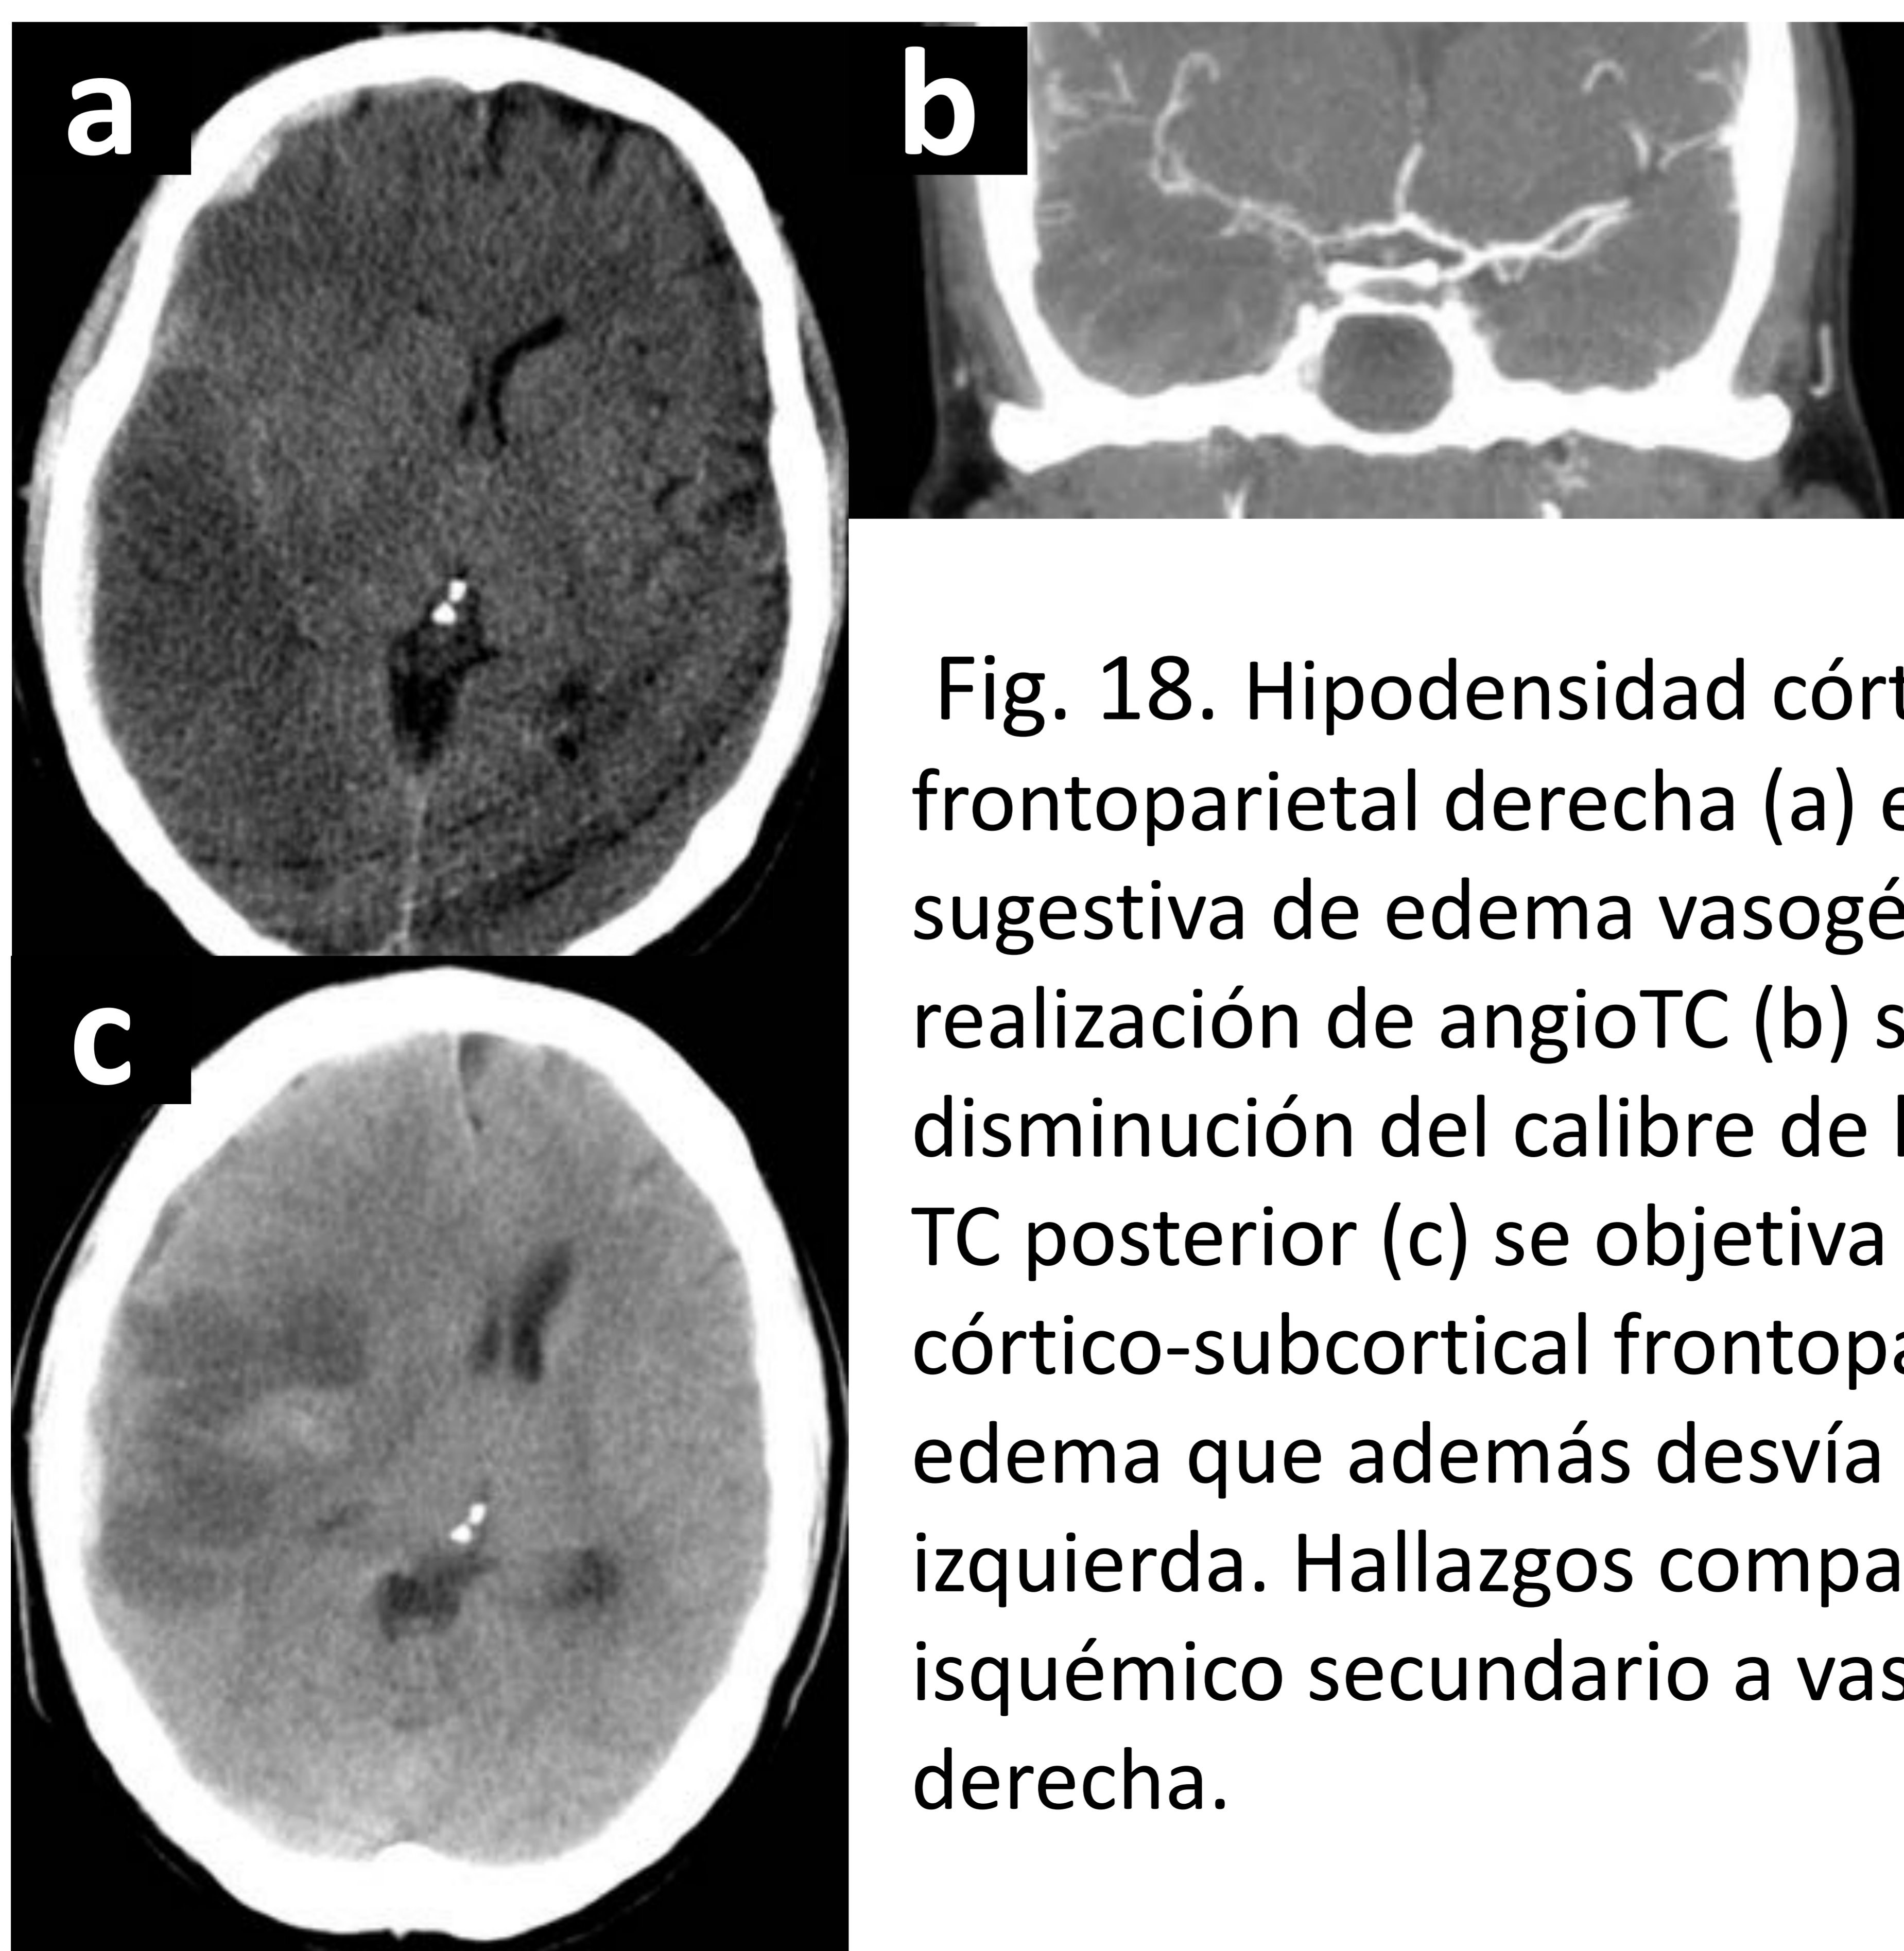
Hipodensidad córtico-subcortical frontoparietal derecha (a) en paciente tras TCE sugestiva de edema vasogénico y citotóxico. Tras realización de angioTC (b) se identifica una disminución del calibre de la ACM derecha. En el TC posterior (c) se objetiva mayor hipodensidad córtico-subcortical frontoparietal secundaria al edema que además desvía la línea media hacia la izquierda. Hallazgos compatibles con infarto isquémico secundario a vasoespasmos de ACM derecha.
